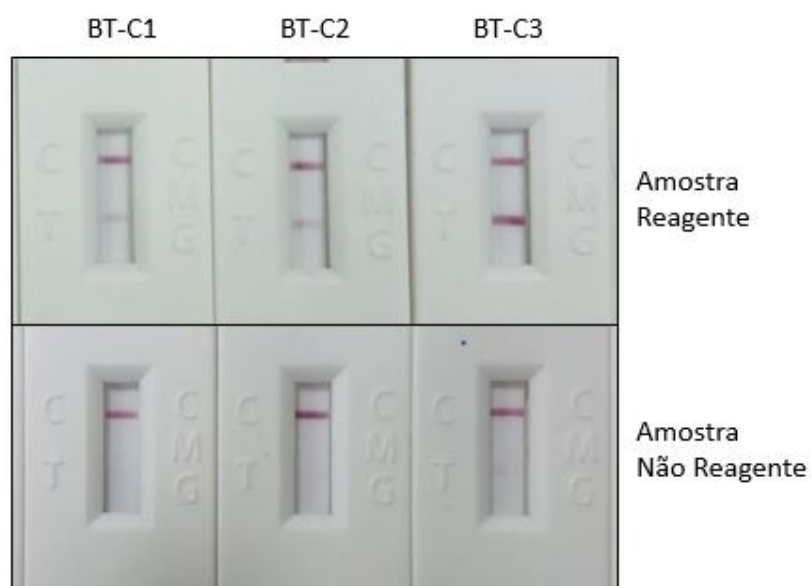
Comparação de três concentrações de BT. Dentre as três concentrações de BT avaliadas, a BT-C3 apresentou resultado falso positivo (sinal de baixa intensidade). As BT-C1 e BT-C2 não apresentaram falsos resultados.
